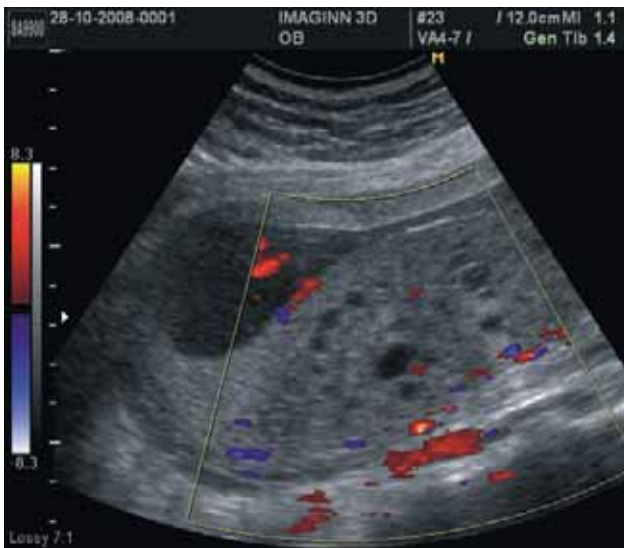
La lesión placentaria muestra escasa vascularidad a la exploración con Doppler color.
